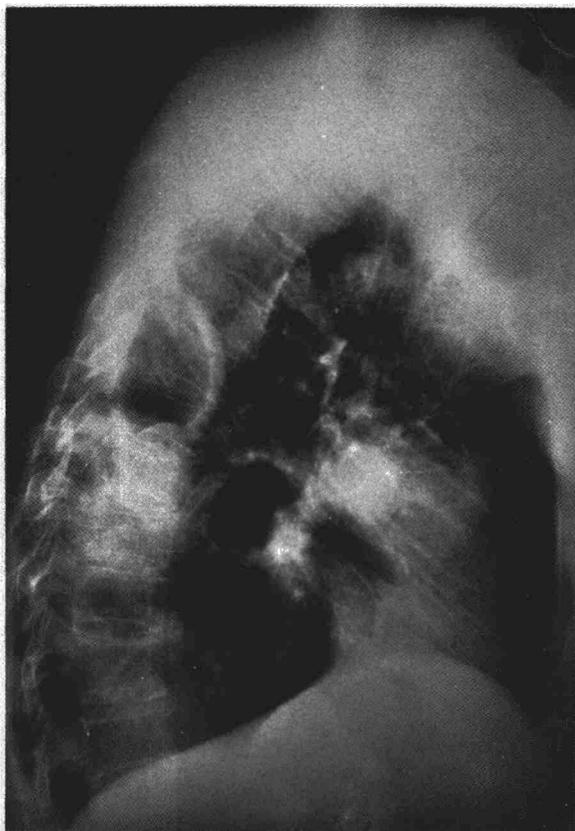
Radiografía lateral de tórax en la que se observa la cámara pleural superior; la situación de las restantes sugiere el diagnóstico de hernia diafragmática.
